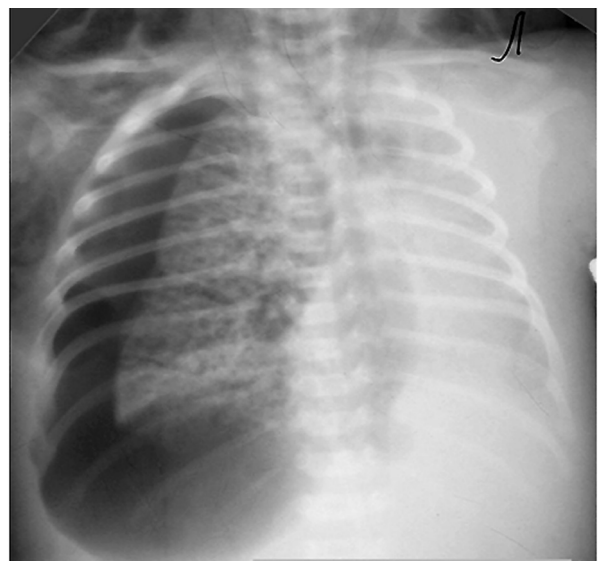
Рентгенограма ОГК недоношеної дитини з БЛД II ст. у віці 28 днів життя. Синдром витоку повітря в грудну клітку: правобічний напружений пневмоторакс, правобічна інтерстиціальна емфізема, пневмомедіастинум, емфізема м'яких тканин.
